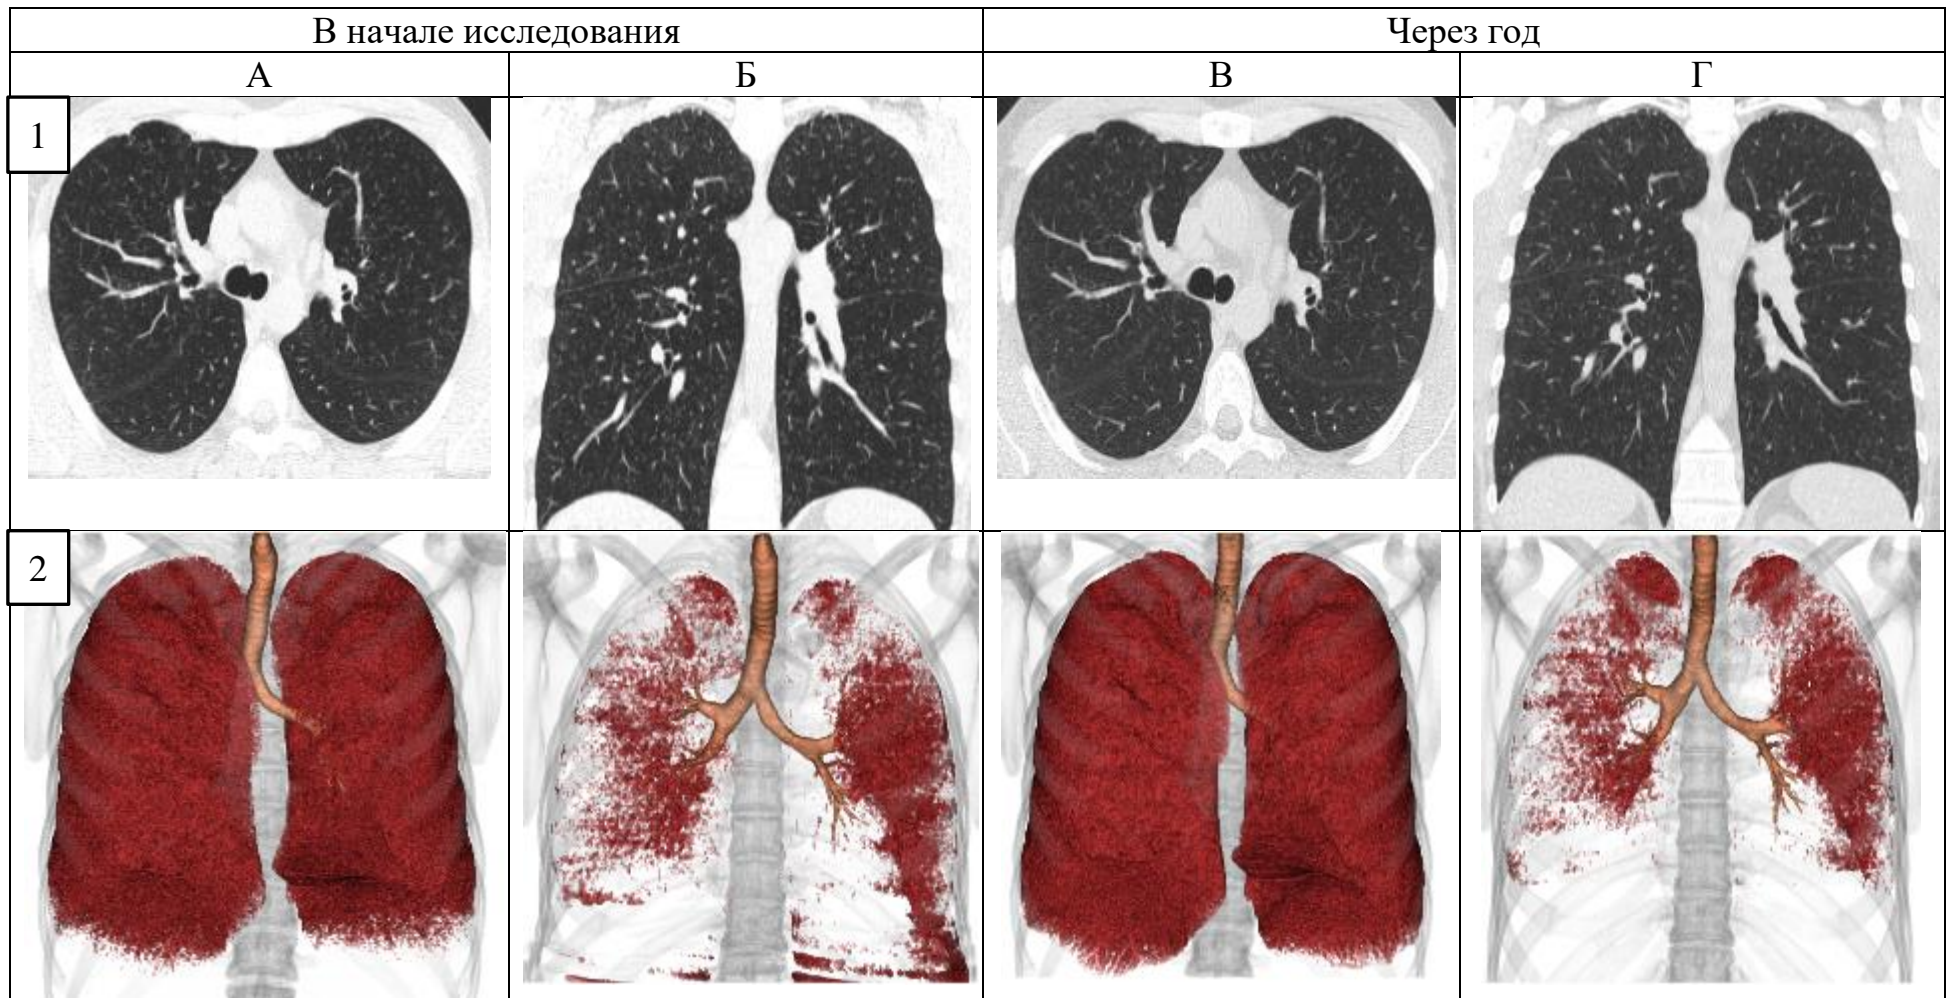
Сравнительный анализ данных КТ в начале и в конце исследования. Срезы на уровне бифуркации трахеи в аксиальной (1А, 1В) и корональной (1Б, 1Г) плоскости. 3D-модели воздухонаполненности на вдохе (2А, 2В) и выдохе (2Б, 2Г).
